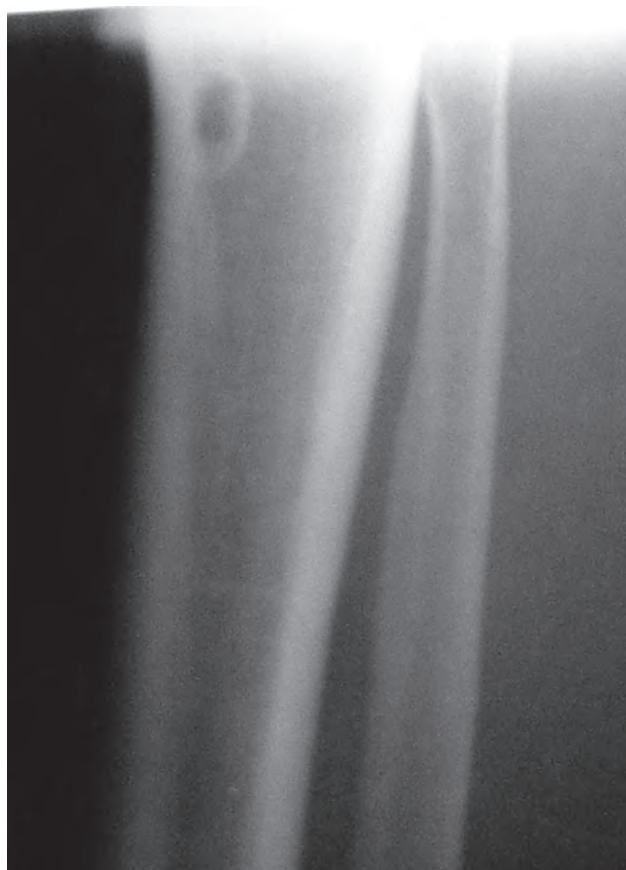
Рентгенограмма берцовых костей пациентки с саркоидозом I стадии. Кистозное образование в большой берцовой кости (наблюдение автора)
